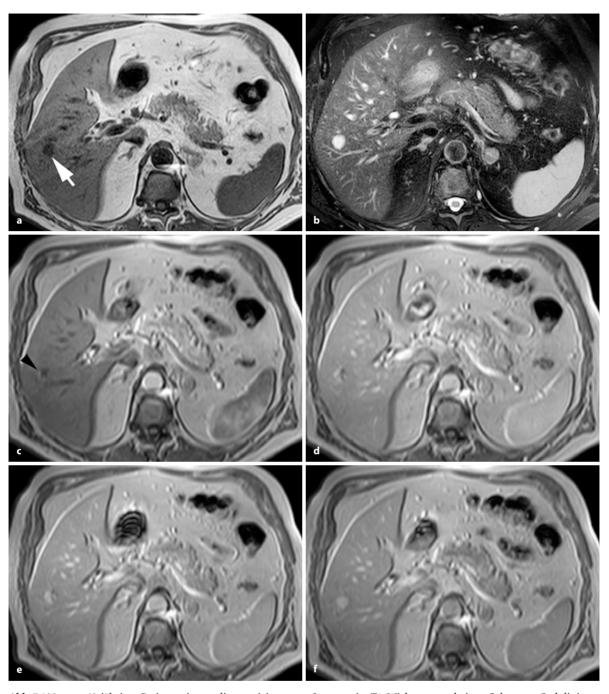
a-g. 68-jähriger Patient mit neu diagnostiziertem Kolonkarzinom. Sonographisch unklarer Leberherd im Segment VI. MRT zur Abklärung der Leberläsion vor geplanter Kolonteilresektion. a Axialer Schnitt in T1-Wichtung nativ mit Darstellung einer glatt begrenzten, hypointensen Läsion im Segment VI (*Pfeil*). b Im axialen Schnitt in T2-Wichtung mit Fettsaturation analoge Darstellung zu a mit deutlich hyperintensem Signal des Herdes ("light-bulb-sign"). c-f Dynamische
